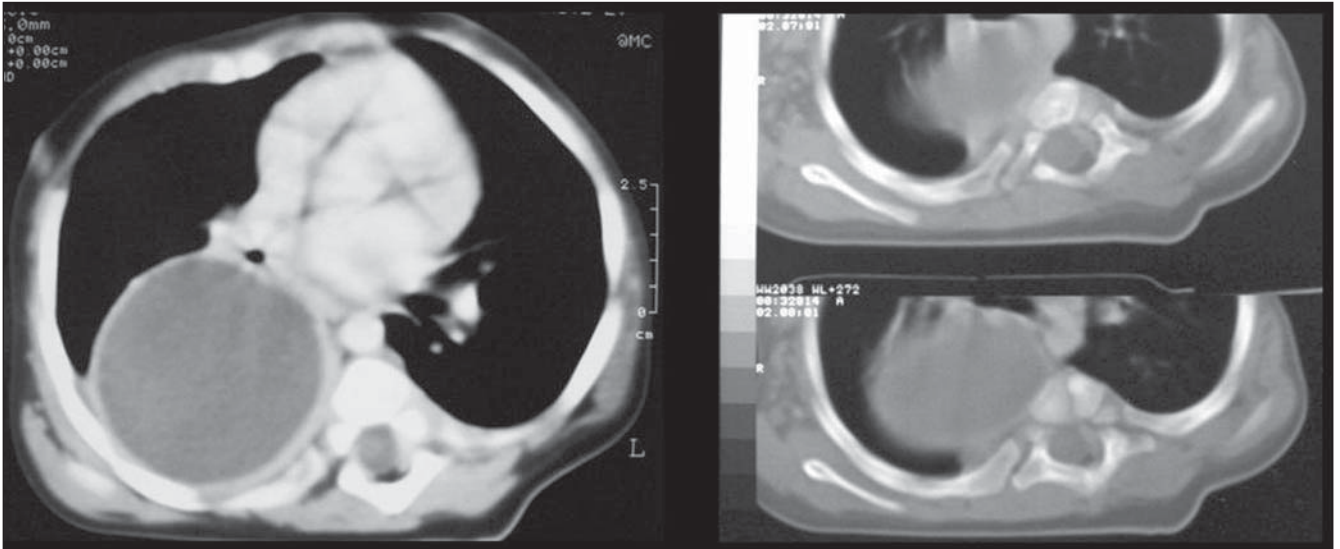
Paciente do sexo feminino, 5 anos de idade. Imagens axiais de TC mostrando volumosa lesão com impregnação capsular pelo contraste intravenoso ocupando região mediastinal posterior e parte do espaço pulmonar posterior direito. Observar associação com hemivértebra. Achados de imagem compatíveis com cisto neuroentérico.
